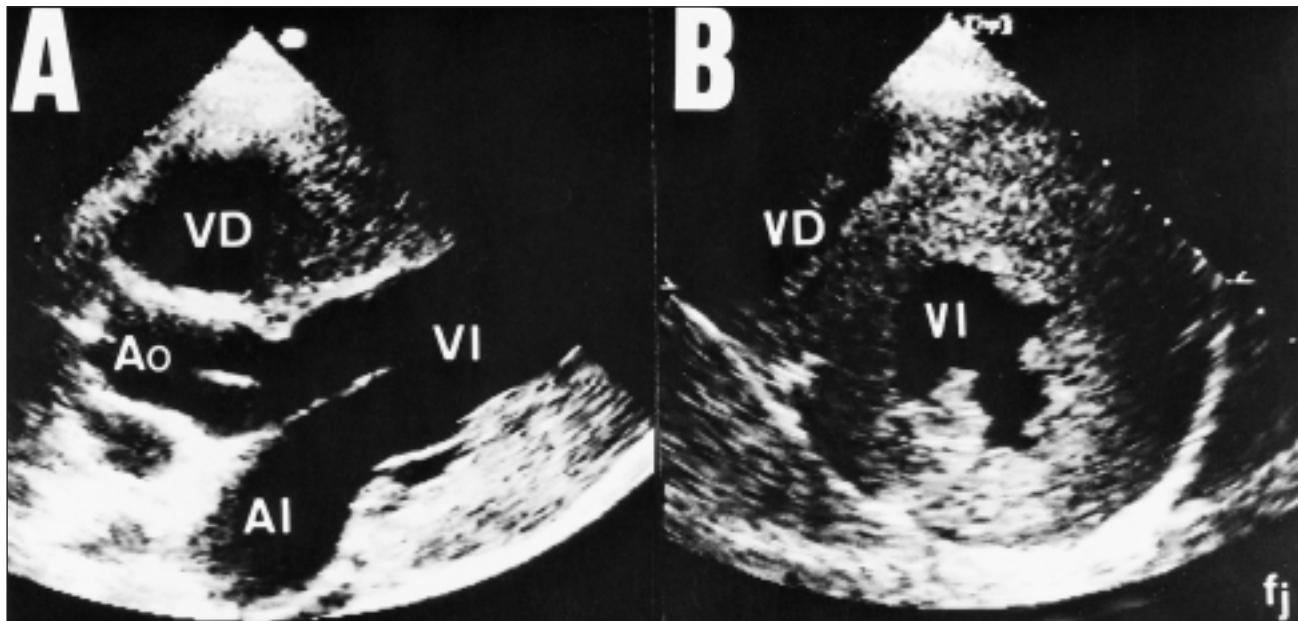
Ecocardiograma bidimensional, en planos paresternal eje largo (A) y eje corto (B), de un paciente de 16 años con glucogenosis tipo III. Existe hipertrofia severa del ventrículo izquierdo sin anomalías valvulares y función sistólica normal. Abreviaturas: Ao = aorta, AI = aurícula izquierda, VI = ventrículo izquierdo, VD = ventrículo derecho.
